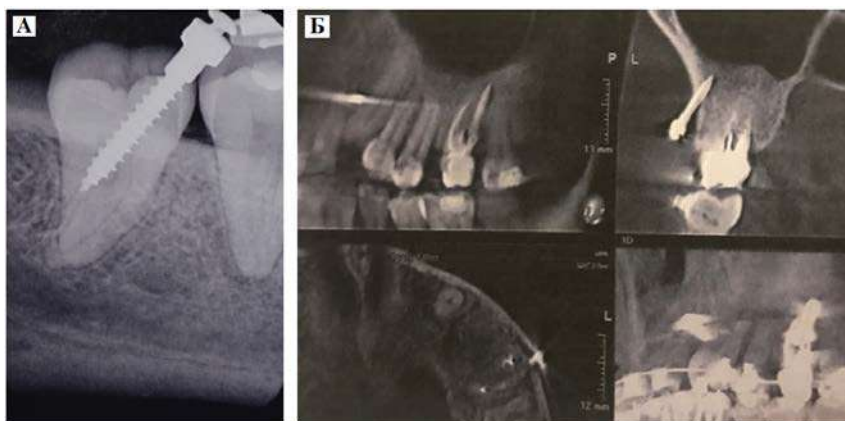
Дентальный снимок, зона BS – А; компьютерная томограмма, зона IZC – Б
